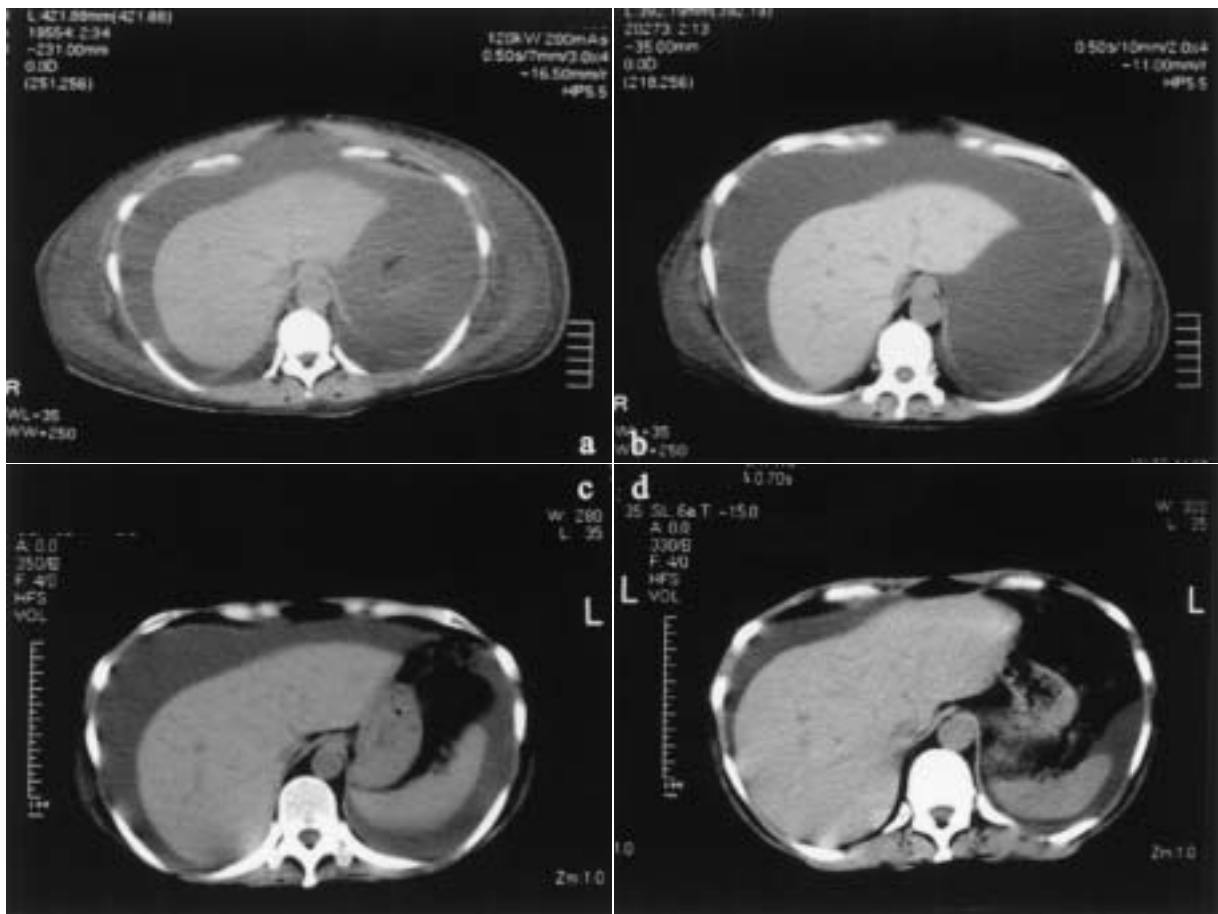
Abdominal computed tomography (CT) without contrast
